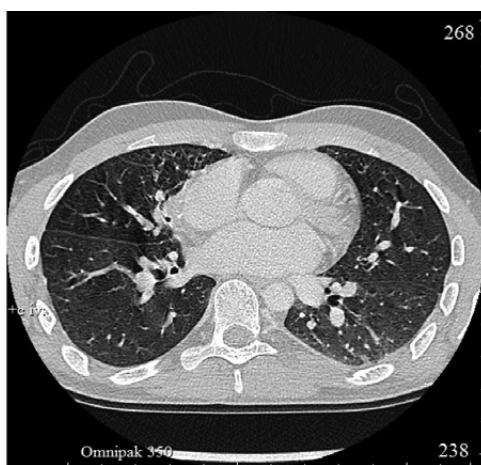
ПЭТ-КТ 13.10.2022 (полный метаболический ответ после ауто-ТГСК)
